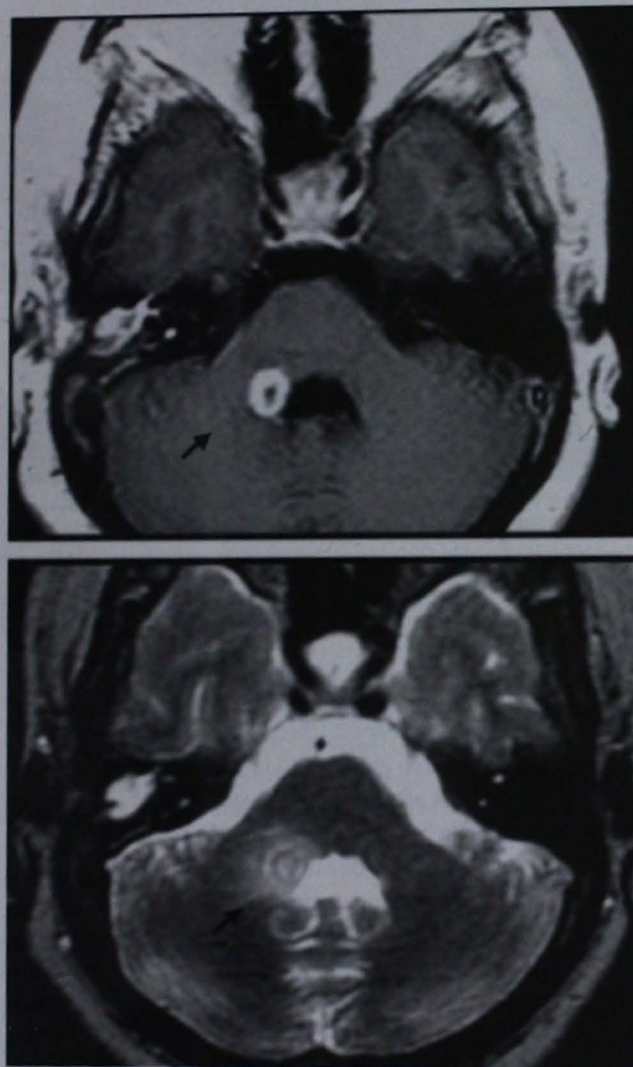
Resonancia magnética nuclear. Cortes axiales. Secuencias T1 con gadolinio y T2. Puede observarse una imagen anular en "tiro al blanco" en estrecha relación con el tallo cerebral, el pedúnculo cerebeloso derecho y la cara lateral del cuarto ventrículo con gran edema perilesional (flechas).
